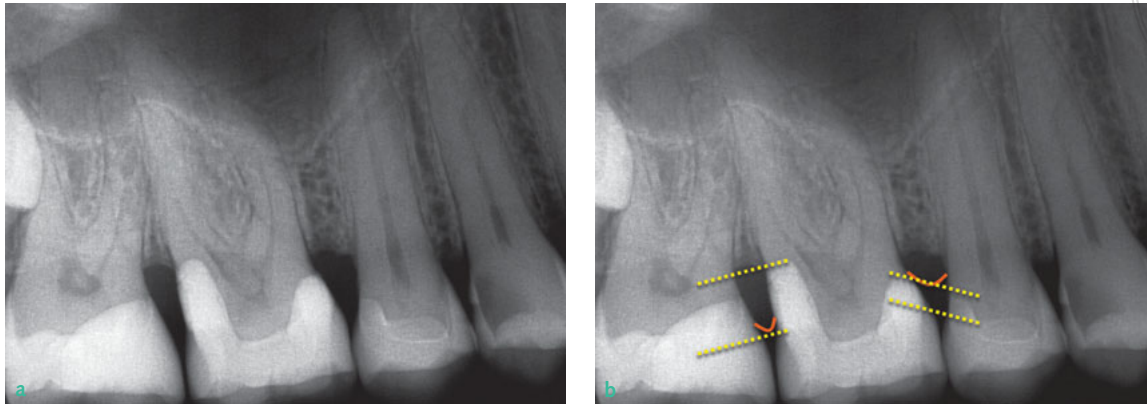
Beispiel für eine Proximal Box Elevation (PBE) unter einer indirekten Versorgung: Röntgenbild nach apikaler Kompositrestauration (PBE) und darüber adhäsiv eingesetzter Vollkeramikteilkrone (a). Angezeichnete Defektböden, Teilkronenkronenränder und Papillenspitzen. Erkennbar ist, dass die Präparationsgrenzen nach supragingival verlegt wurden (b).
